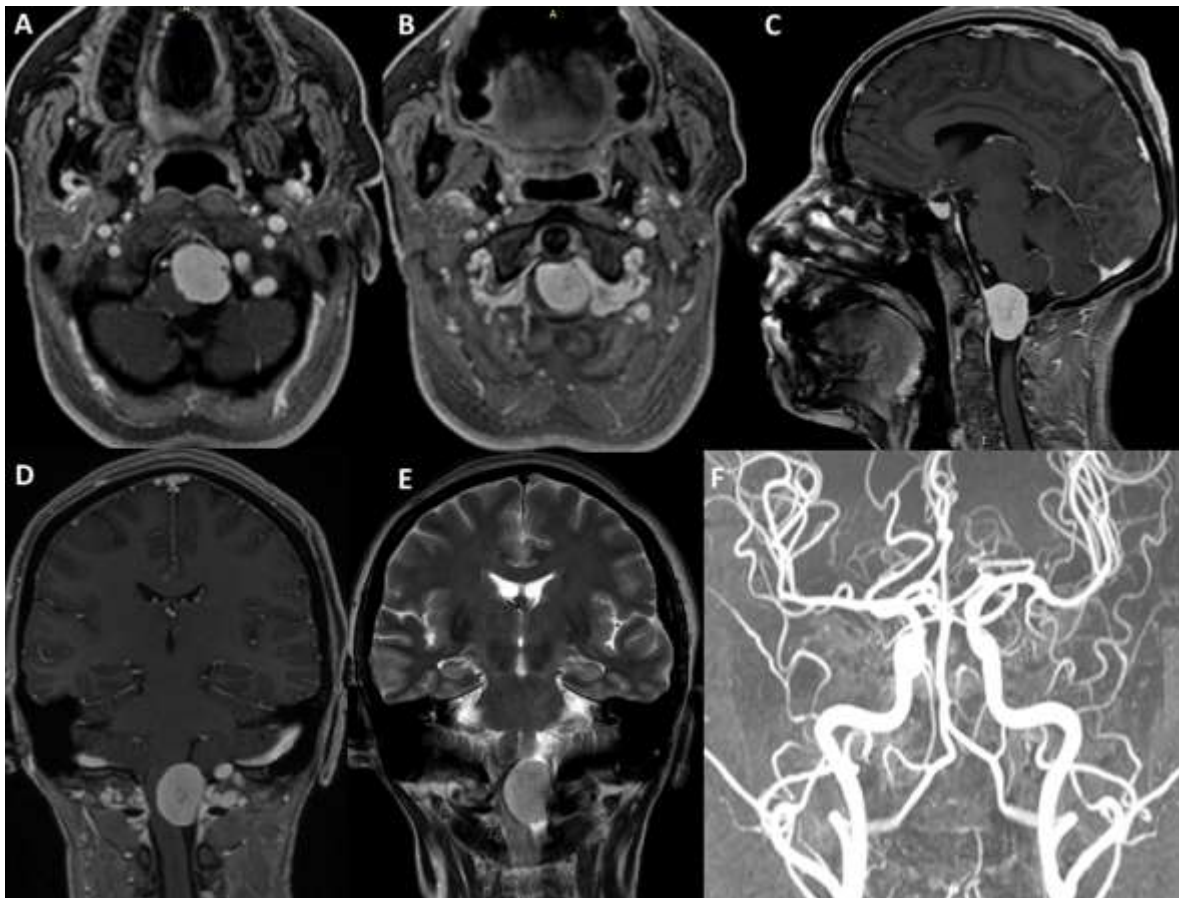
RMN de encéfalo y cervical con contraste. A-B: Axial, tumor que capta contraste en forma homogénea que comprime bulbo y medula cervical alta, arteria vertebral izquierda aparentemente envuelta por el tumor. C: Sagital, tumoración en la unión craneocervical que ocupa prácticamente todo el diámetro del canal craneocervical. D - E: Coronal, Tumor con gran efecto de masa sobre la unión bulbomedular, en E se aprecia que la AV izquierda esta desplazada por el tumor. F: Angioresonancia cerebral, AV izquierda desplazada hacia arriba junto con la arteria cerebelosa posteroinferior.
